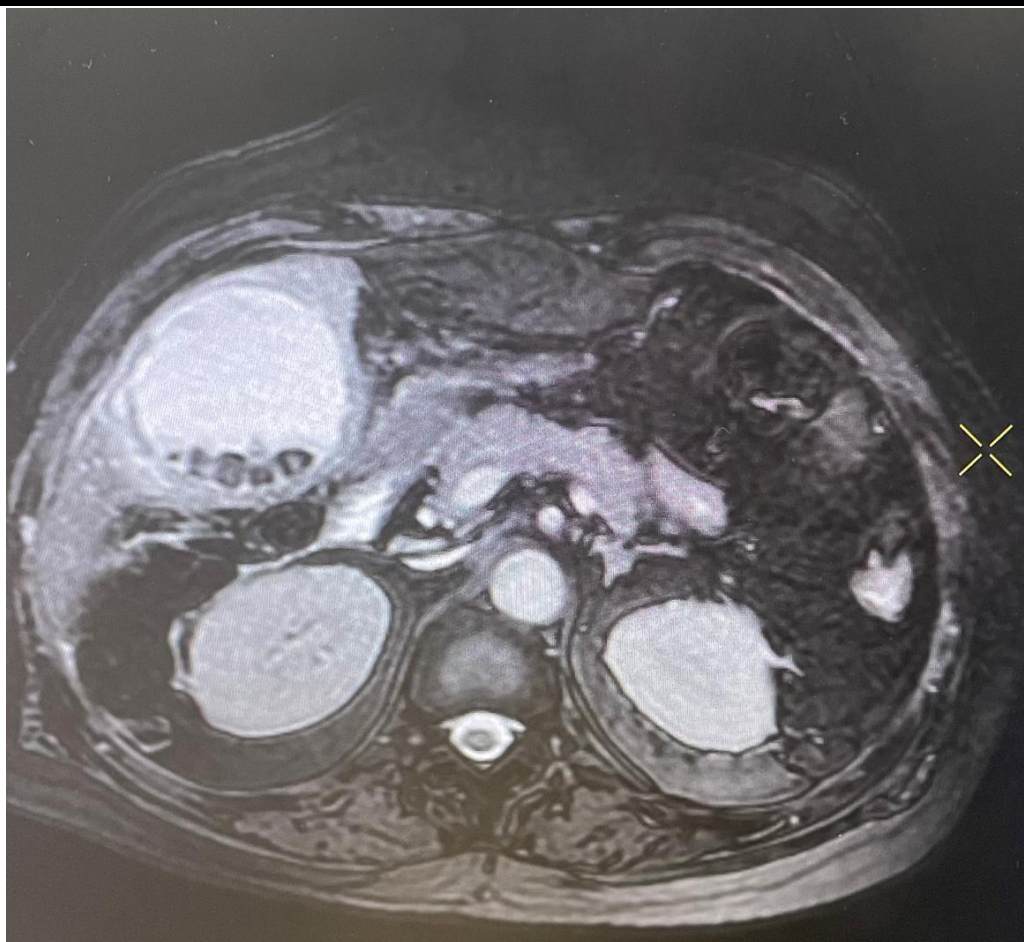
Bili IRM objectivant une vésicule multilithiasique
